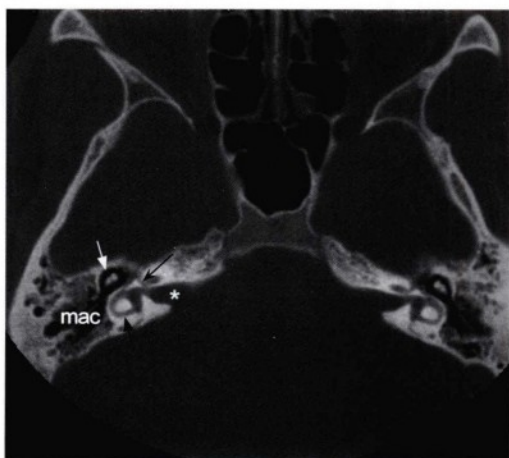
轴位CT骨窗图像，显示双侧正常颞骨的解剖结构。右侧的标注为：内听道（星号），水平半规管（黑直箭头），中耳腔及听小骨（白箭头），充气良好的乳突腔和乳突气房（mac）。面神经管（黑凹箭头）向前通过内听道顶，内含面神经迷路段。
